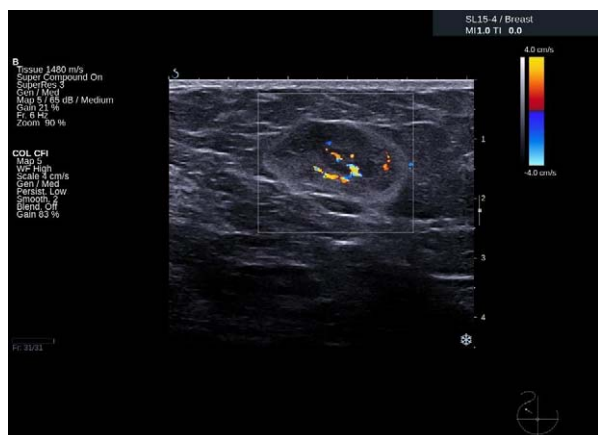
Ecografía con eco-Doppler del nódulo mamario.
